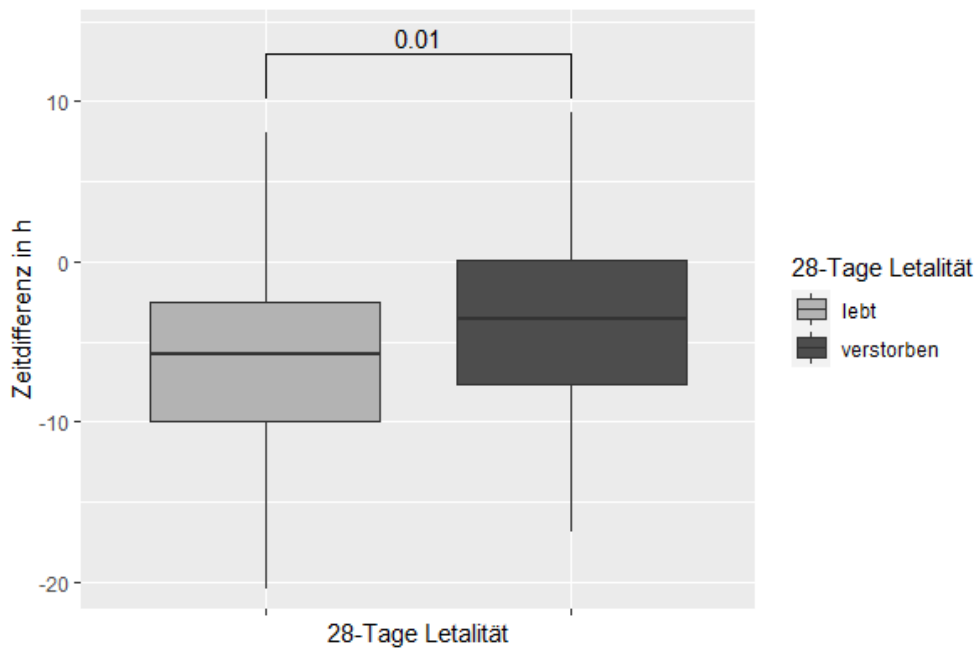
Zeitspanne Sepsiszeitpunkt bis CT-Anmeldung in Bezug auf die 28-Tage Letalität; negative Werte zeigen an, dass die CT vor dem Sepsiszeitpunkt angemeldet wurde
